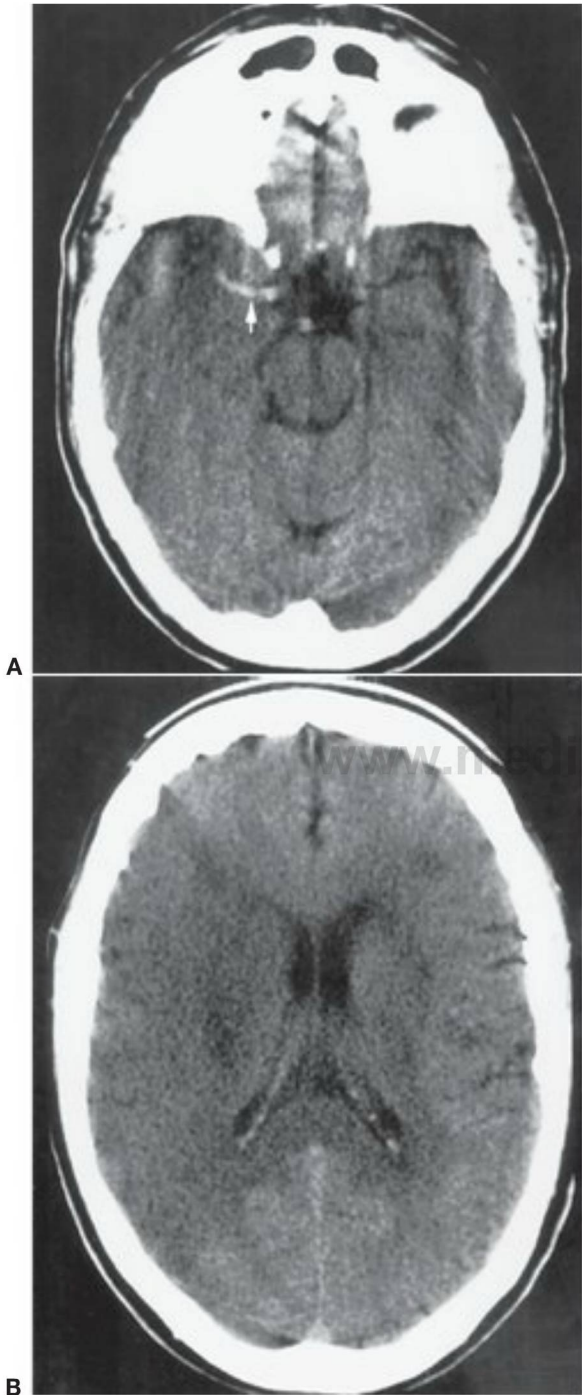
1 8 Tomografía computarizada sin contraste que muestra (A) un signo de la arteria cerebral media (ACM) derecha densa (flecha) en el segmento M1 y (B) un infarto completo en el territorio de la ACM derecha. (Cortesía de Vincent Mathews, MD.)
